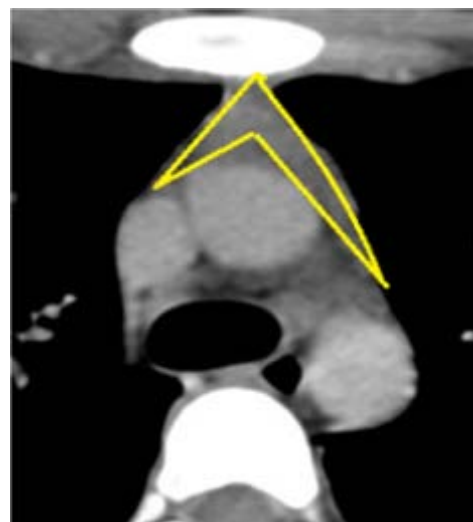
TDM thoracique injectée chez un jeune patient, montrant la configuration normale du thymus.
